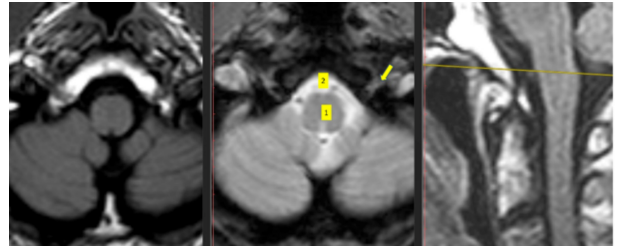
corte axial T1, T2 y corte sagital de IRM a nivel de la médula oblongada (1) y del espacio cisternal prebulbar (2), puede observarse el conducto del nervio hipogloso como una banda hiperintensa (flecha amarilla) en el sector anterior y lateral del tercio inferior del hueso occipital.
